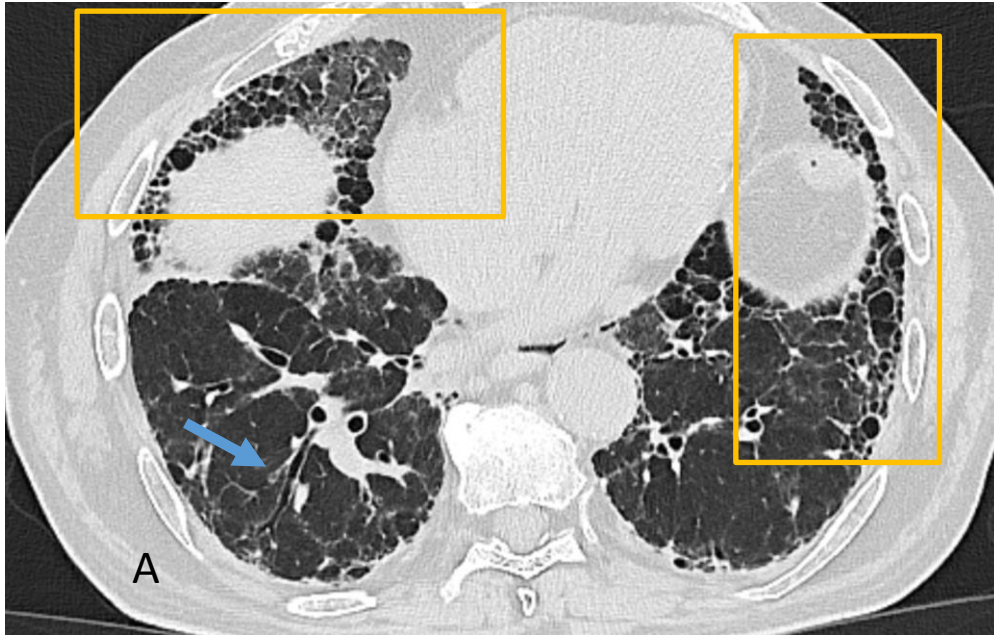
TC de tórax donde se observa en ambos campos inferiores reticulación periférica, panalización y bronquiectasias de tracción en LM (A y B) y leve enfisema paraseptal en ápex izquierdo (C). Hallazgos en relación con combinación de fibrosis pulmonar y enfisema.
